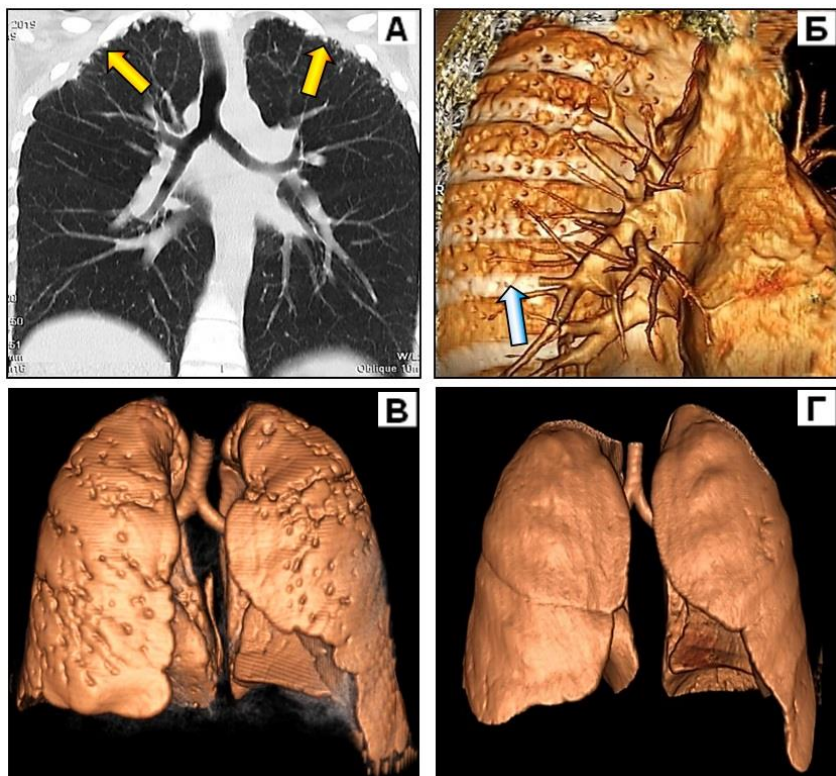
Мультиспиральная компьютерная томография (МСКТ) больных саркоидозом с поражением плевры. (А) – мультипланарное реформирование (МПР) в коронарной проекции. (Б) - объемный рендеринг внутренней задней поверхности грудной стенки справа - отчетливо визуализируются мелкие очаговые гранулематозные уплотнения висцеральной плевры. (В) - объемный рендеринг, наружная визуализация – двухсторонние очаговые гранулематозные плевральные поражения. (Г) - объемный рендеринг, наружная визуализация – положительная динамика после кортикостероидной терапии
